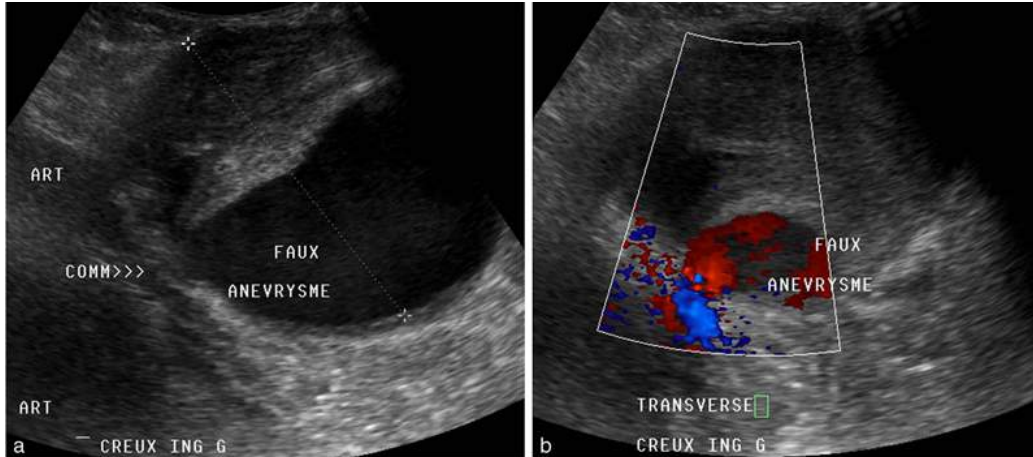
Faux anévrysme artériel fémoral, après ponction vasculaire. Coupe axiale, sans et avec Doppler couleur.
